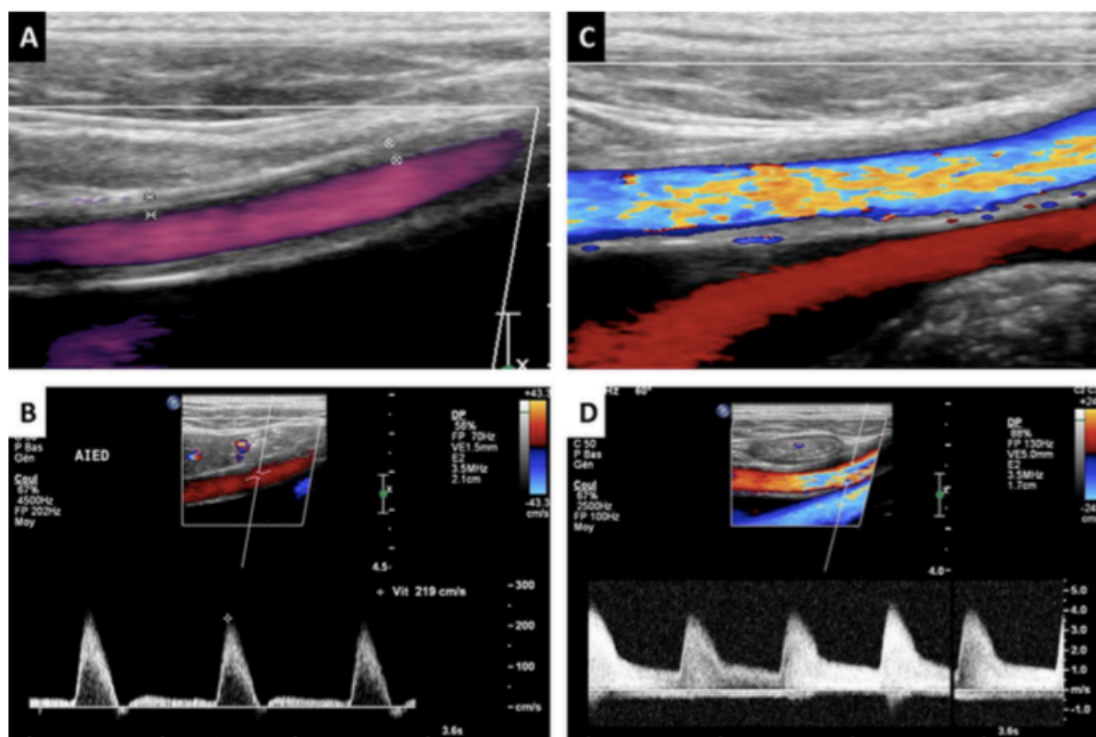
Écho-Doppler de repos et post-effort d'une endofibrose iliaque : l'écho-Doppler de repos (A) retrouve un épaississement circonférentiel échogène minime de 1 mm de la terminaison de l'artère iliaque externe droite non sténosant (B) sans excès de longueur. Après l'effort, un *aliasing* couleur est visualisé en regard de l'épaississement (C) et le flux Doppler montre un pic systolique élevé (5 m/s) avec une dispersion du spectre et un flux diastolique, non retrouvés du côté gauche témoignant de la sténose hémodynamique (D).
